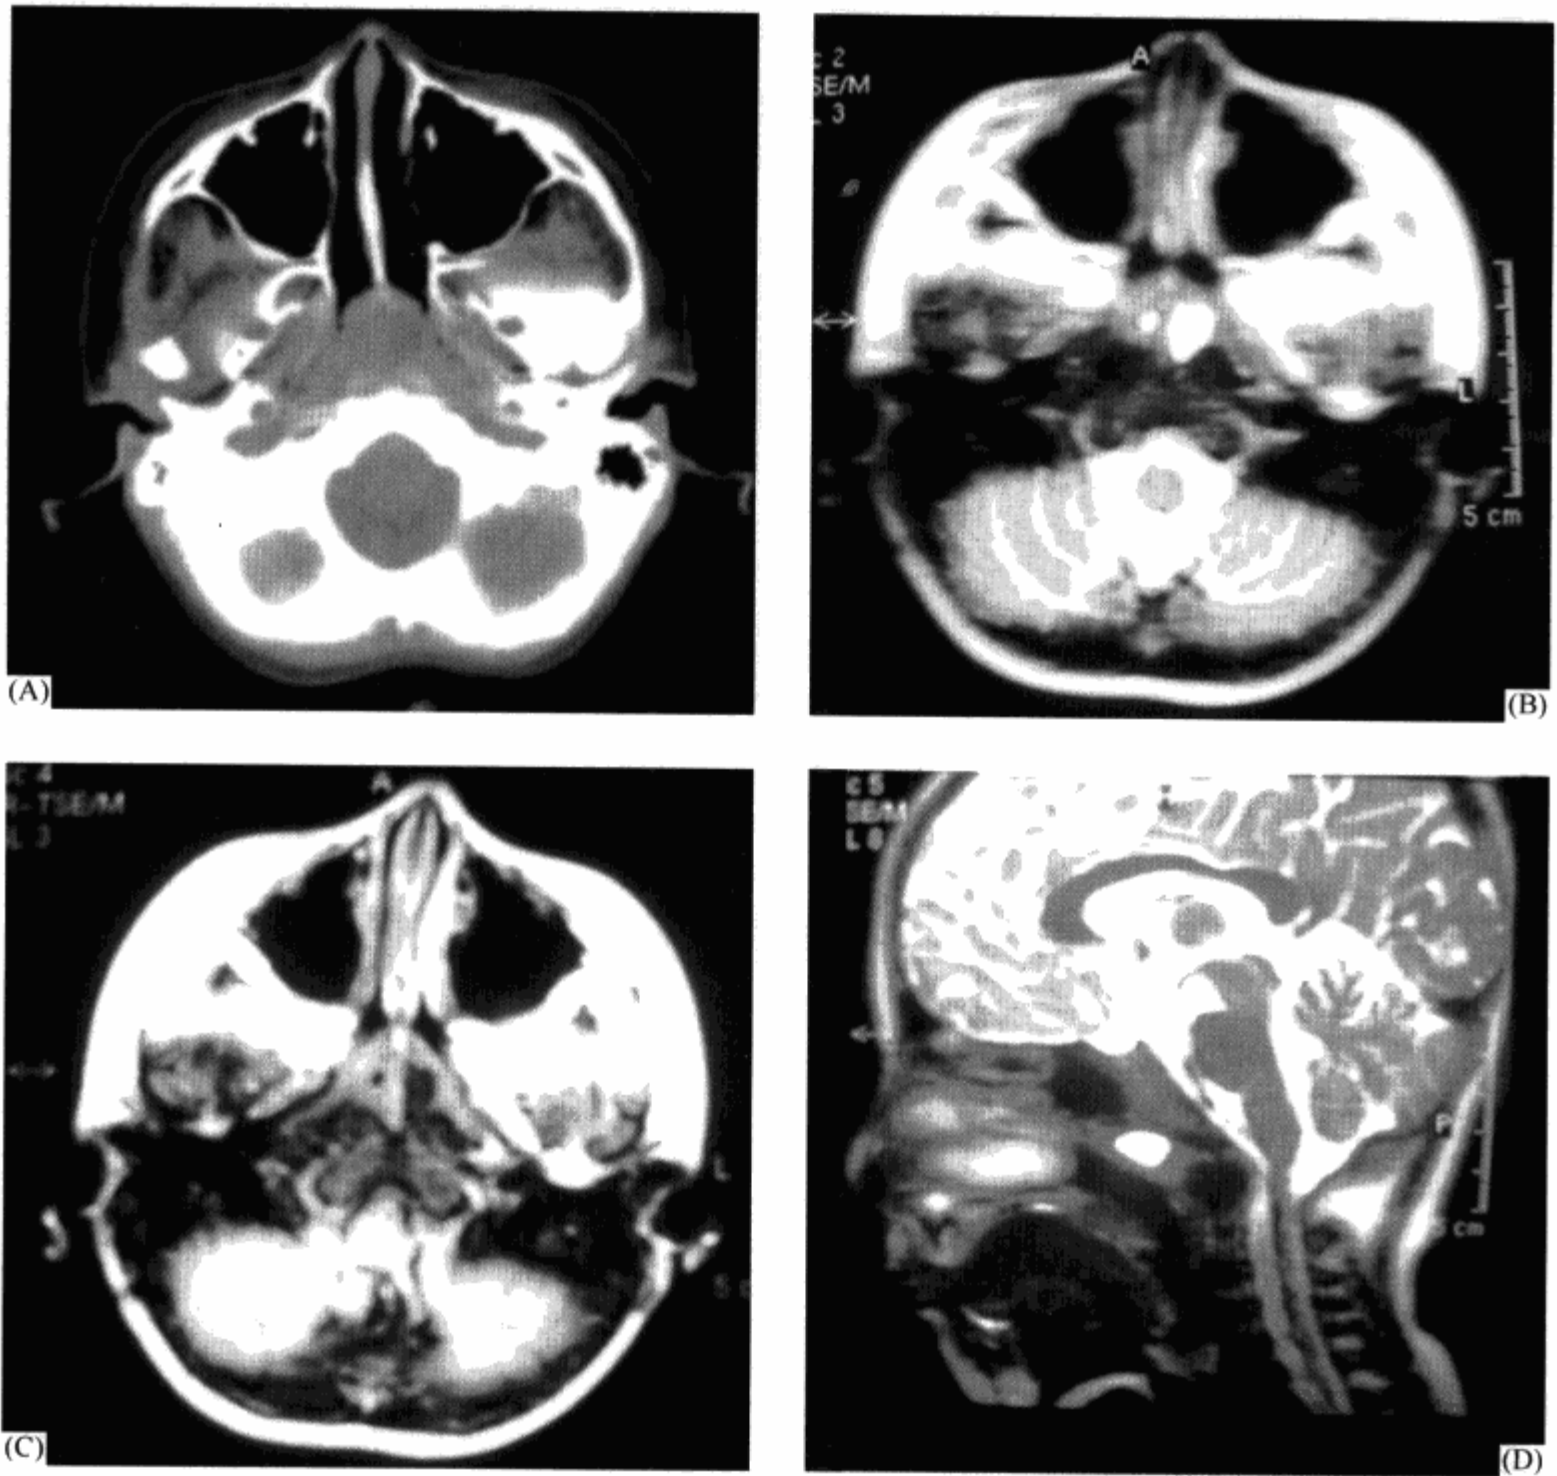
12 MRI 较 CT 有良好的分辨率
